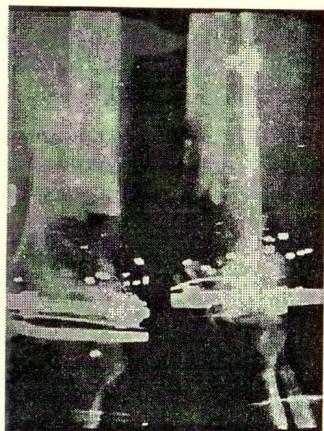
Рентгенограммы после 55 дней дистракции.
